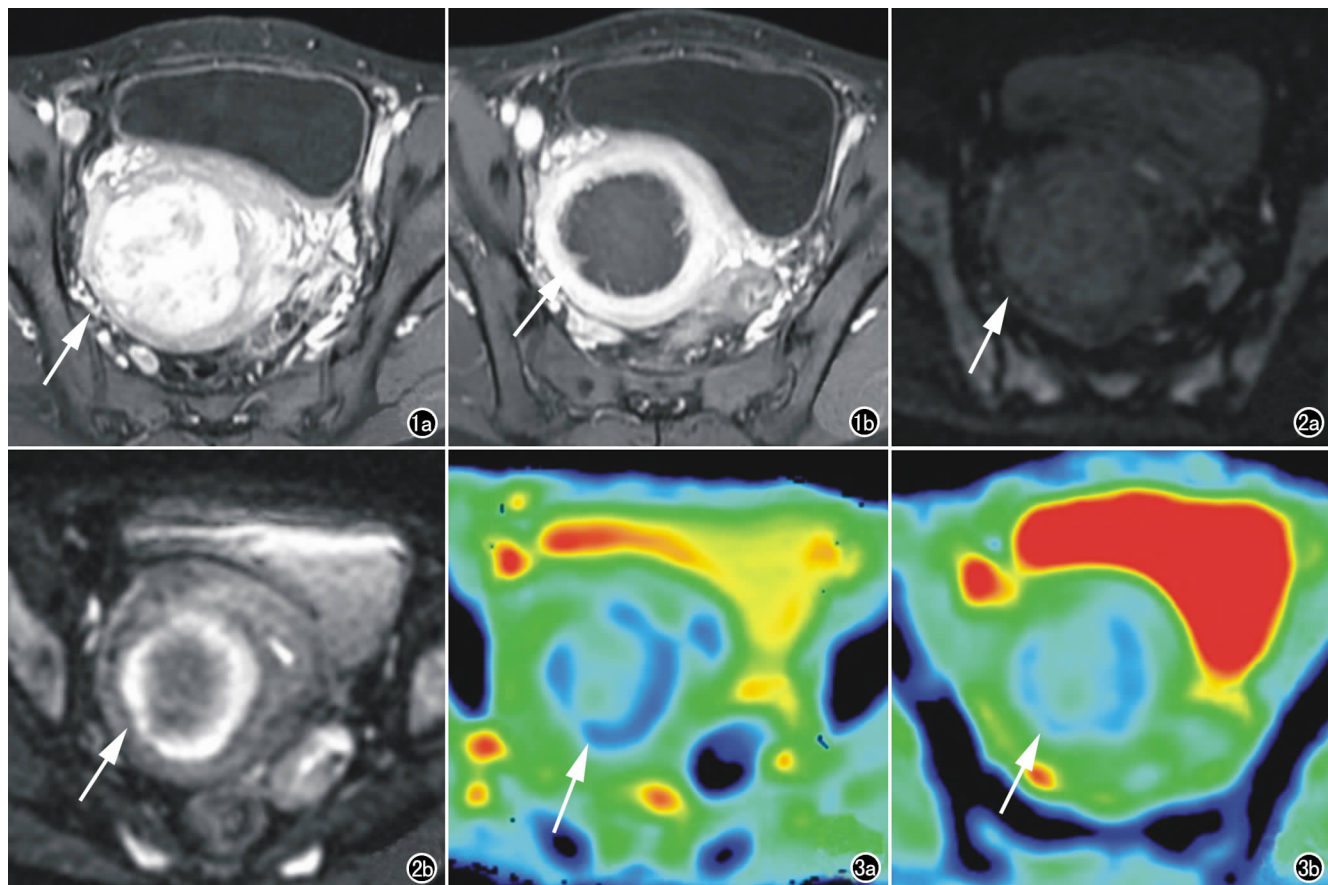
对比增强 T_1 WI。a) HIFU 术前肌瘤明显强化(箭); b) 术后肌瘤内出现无灌注消融靶区(箭)。图2 DWI。a) HIFU 术前瘤灶呈等信号(箭); b) 术后 0.5h 消融靶区与增强扫描低信号(无灌注消融靶区)一致,外周呈显著高信号(箭),中心呈相对低信号,呈环形高信号改变。图3 ADC 图。a) 术后 0.5h 消融靶区外围呈深蓝色(箭),中央呈浅蓝色,表明外围 ADC 值低于中央部; b) 术后 24h 消融区域深蓝色区域减少(箭),表明 ADC 值较术后 0.5h 升高。
